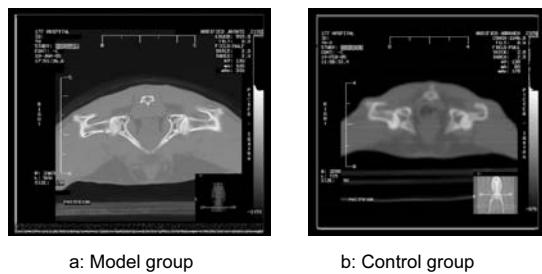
CT scan results
